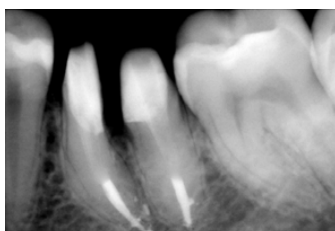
Отдельно стоящие корни зуба 3.6 на прицельной рентгенограмме.
